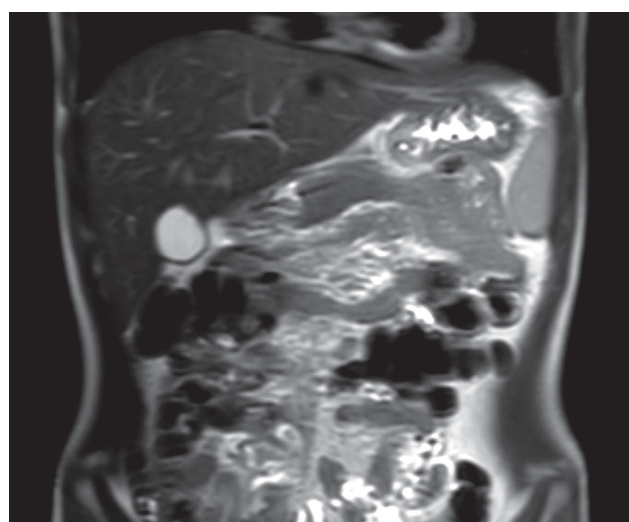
Магнитно-резонансная томография (катамнез 1 год): отсутствие жидкостных скоплений в парапанкреатической области.
